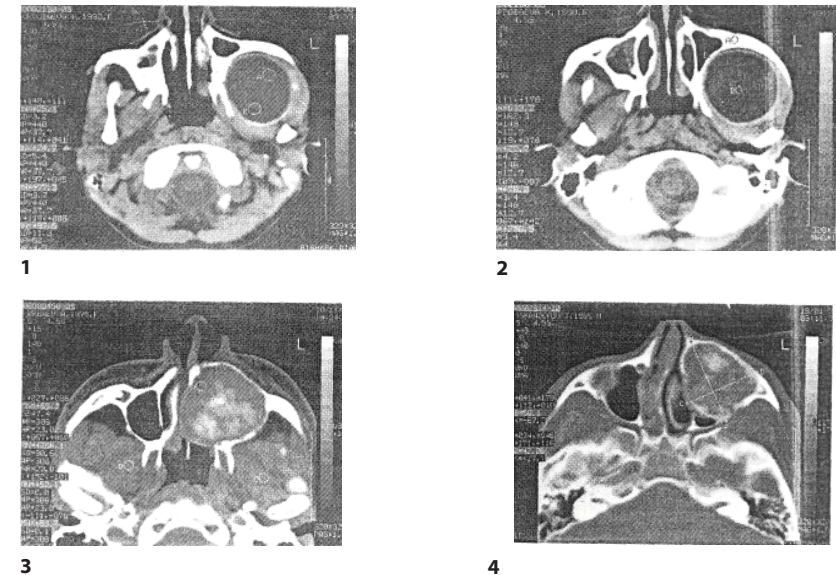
КТ-изображение эхинококковой кисты верхней челюсти (1, 2), склерозированной гемангиомы и фиброзной остеодисплазии (3, 4)
